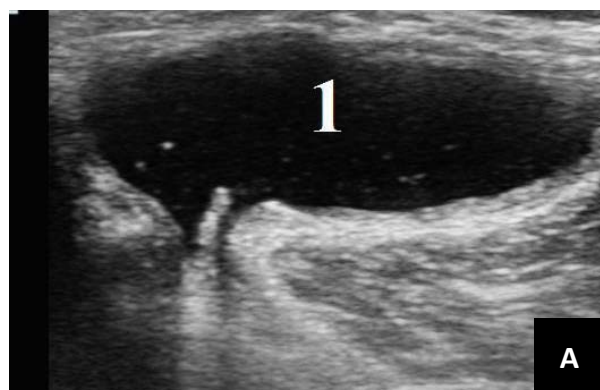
Синовит. Пациент О.: А – УЗИ. Супрапателлярная поперечная плоскость, повышенное скопление жидкости в супрапателлярной сумке (1); Б – МРТ. Сагиттальная плоскость. Т2-ВИ. В полости коленного сустава и в супрапателлярной сумке визуализируется повышенное скопление жидкости (1).
